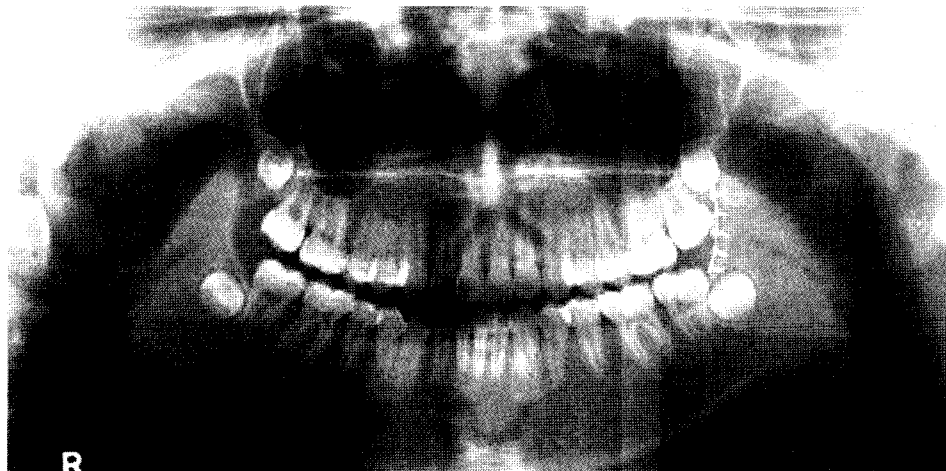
2-year and 6-month post-operative panoramic radiograph shows bony healing in the left condyle region.
